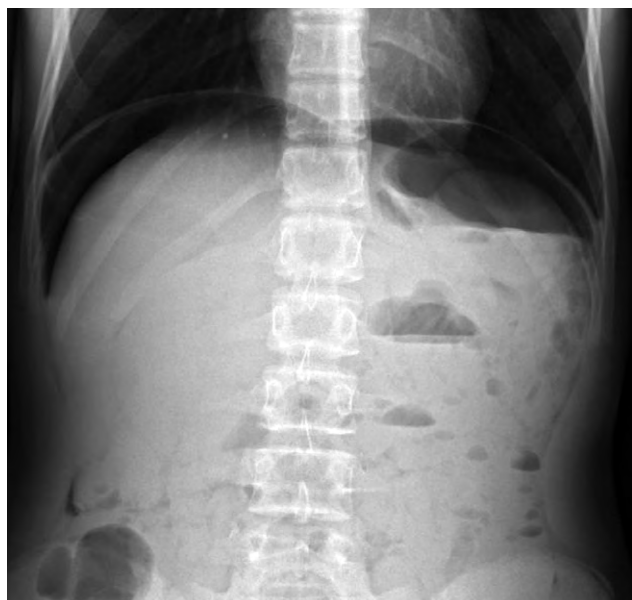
Клинический случай № 2: обзорная рентгенограмма органов брюшной полости.
